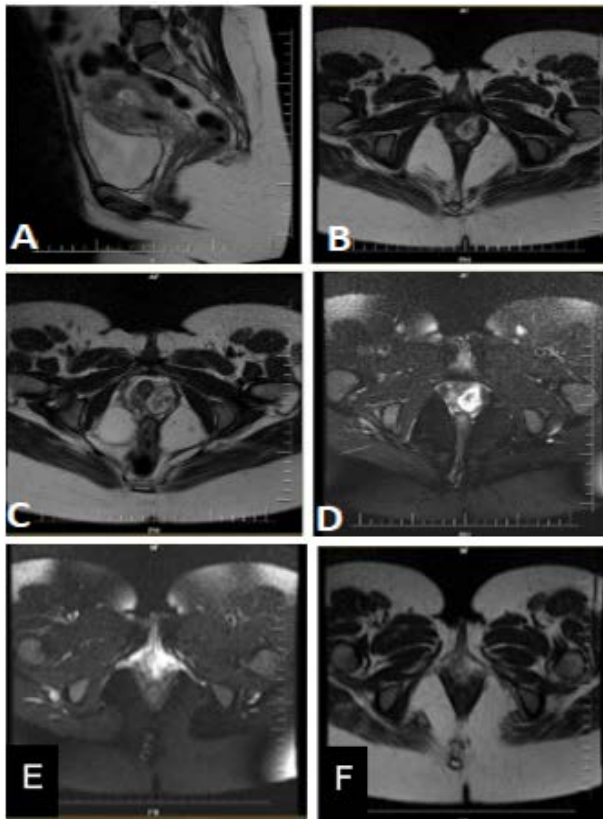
Resonancia magnética de pelvis con contraste. A. Corte sagital en T2 que muestra útero aumentado de tamaño. B y C. Cortes axiales en T2 y T1 con contraste, respectivamente, que evidencian una lesión expansiva corporal izquierda (49 x 61 x 52 mm), heterogénea, con compromiso de todo el espesor miometrial, transposición de la serosa y extensión al parametrio ipsilateral; presenta un intenso realce heterogéneo compatible con una masa sólida hipervascular. D. Secuencia axial que muestra congestión y realce de la vena gonadal izquierda, sugerente de invasión vascular. E y F. Cortes axiales que identifican una lesión metastásica/satélite en la pared lateral del tercio inferior vaginal (32 x 25 x 32 mm), heterogénea en T2 e isointensa en T1, con realce periférico intenso y centro hipocaptante, que protruye hacia el introito e impregna la luz vaginal
